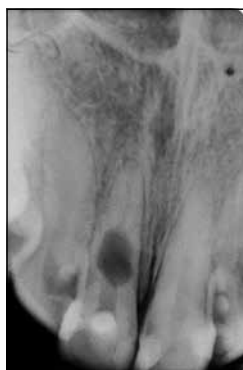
Внутриротовая прицельная рентгенограмма зуба 1.1. Исходная ситуация
